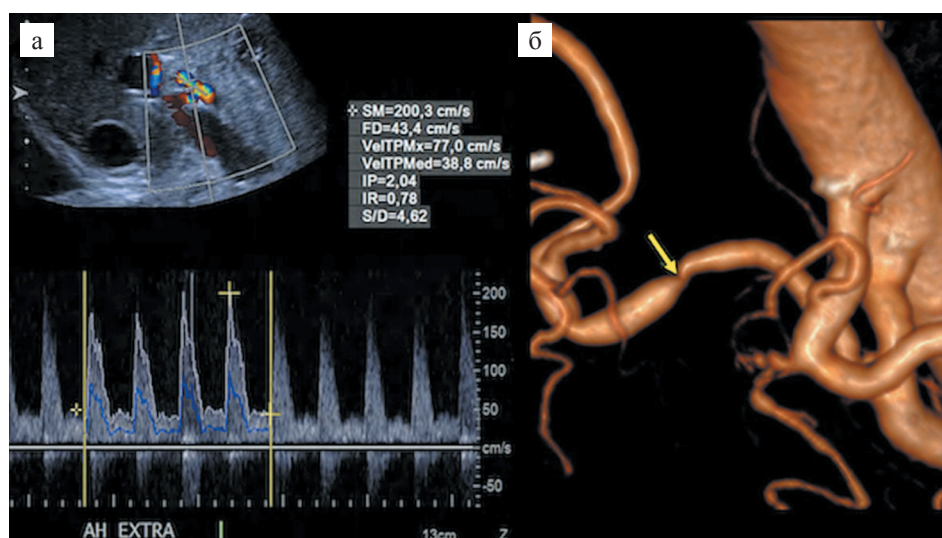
Визуализация стеноза артерии трансплантата печени: а – триплексное ультразвуковое исследование трансплантата печени, турбулентный артериальный кровоток при флуометрии; б – трехмерная реконструкция при МСКТ-ангиографии, стрелкой указано место стеноза печеночной артерии [163]
